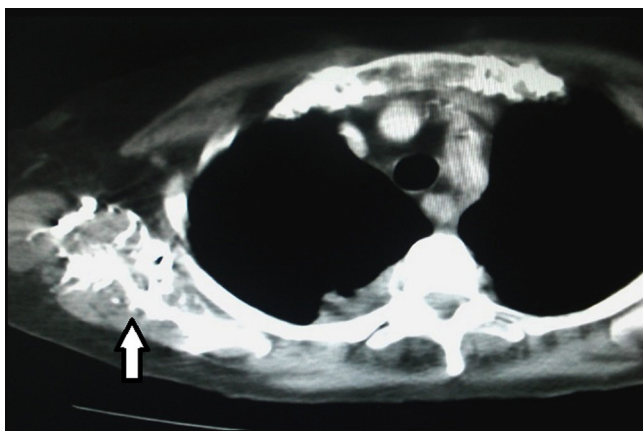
TC de tórax con contraste endovenoso, corte axial, en ventana mediastino: artificio generado por el contraste en la región axilar derecha, como consecuencia de un escaneo precoz (flecha).
